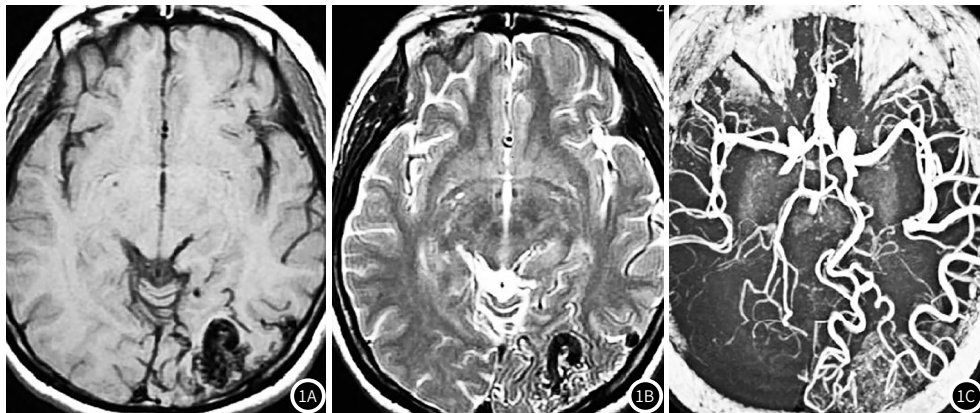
患者女性, 35岁, 头痛8年, 确诊为脑动静脉畸形。图1A MRI的T₁序列图像; 图1B MRI的T₂序列图像, 可见畸形血管团、引流静脉及供血动脉; 图1C MRA图像, 可见左侧大脑中动脉供血及同侧大脑后动脉供血。
